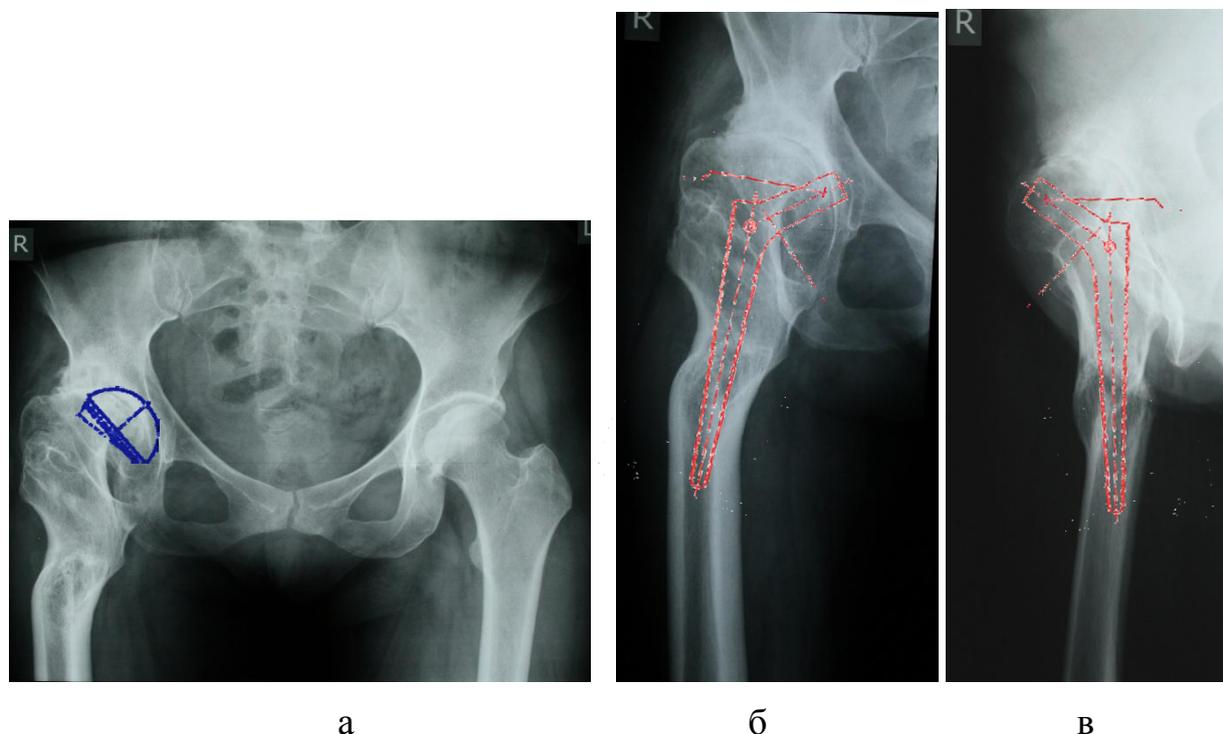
Рентгенограммы пациентки А., 44 лет, с двухуровневой многоплоскостной деформацией правой бедренной кости: а – на обзорной рентгенограмме таза укорочения конечности не отмечается, планируемая установка вертлужного компонента – близко к истинному центру ротации; б, в – на прямой и боковой рентгенограммах тазобедренного сустава визуализируется возможность для установки бедренного компонента Wagner Cone 13 мм
